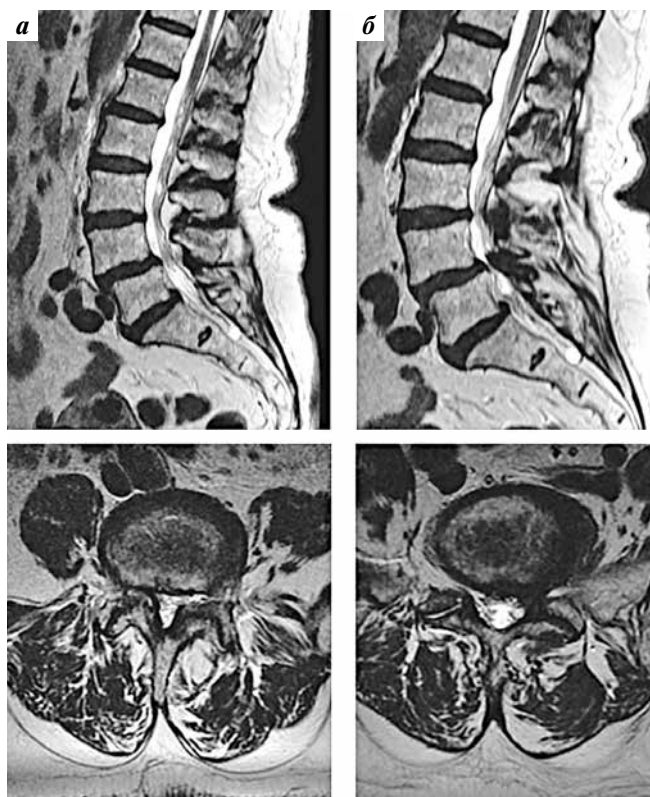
МРТ поясничного отдела позвоночника пациента И.: а — сагиттальный и аксиальный срезы на уровне L_4-L_5 . Визуализируется стеноз позвоночного канала за счет гипертрофии фасеточных суставов и антелистеза L_4 ; б — сагиттальный и аксиальный срезы на уровне L_5-S_1 . Визуализируется стеноз позвоночного канала за счет гипертрофии фасеточных суставов, левосторонней грыжи диска L_5-S_1 и антелистеза L_5
